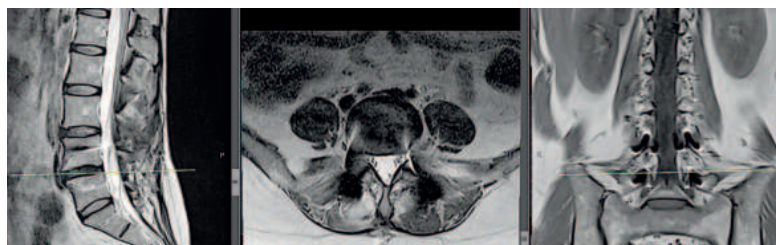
МРТ через 12 міс. після операції, рівень L4-L5.
